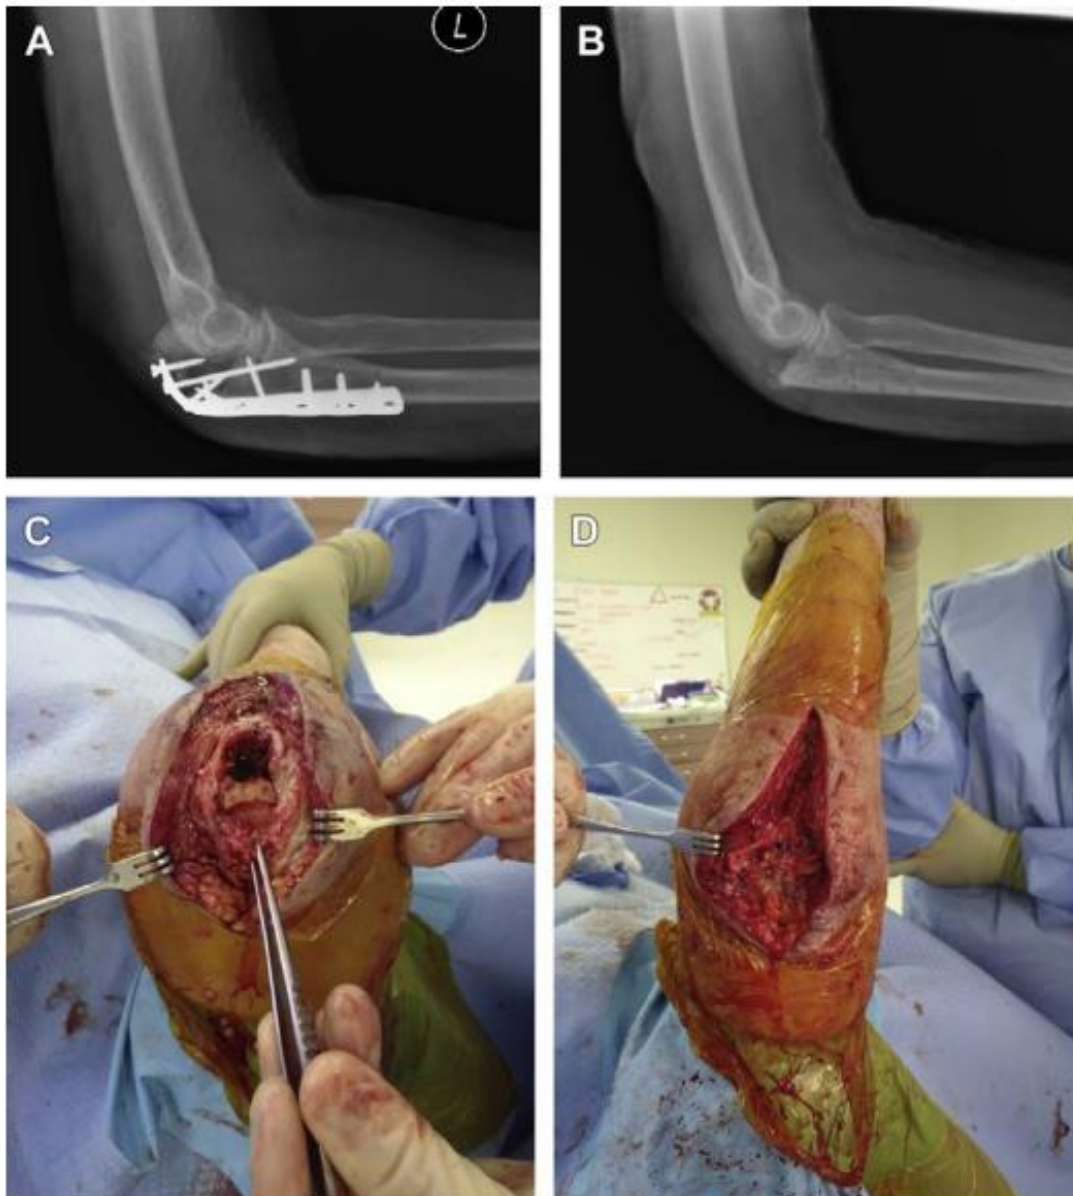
(A) Radiographie de profil montrant l'échec d'une tentative de fixation d'un petit fragment olécranien par plaque vissée. (B) Radiographie après résection du fragment olécranien et avancement du triceps. (C, D) photos peropératoires montrant la réinsertion du triceps sur le segment olécranien distal restant [134].
